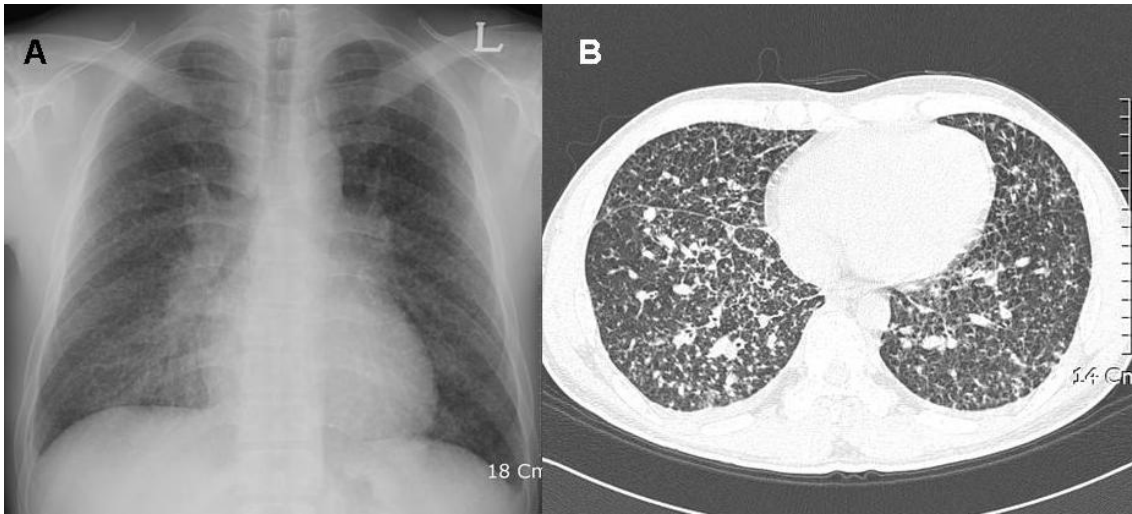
Chest radiography (A) and high resolution computed tomography (B) on admission showed diffuse, multiple, and small nodules with interlobular septal thickening on both whole lung field.
